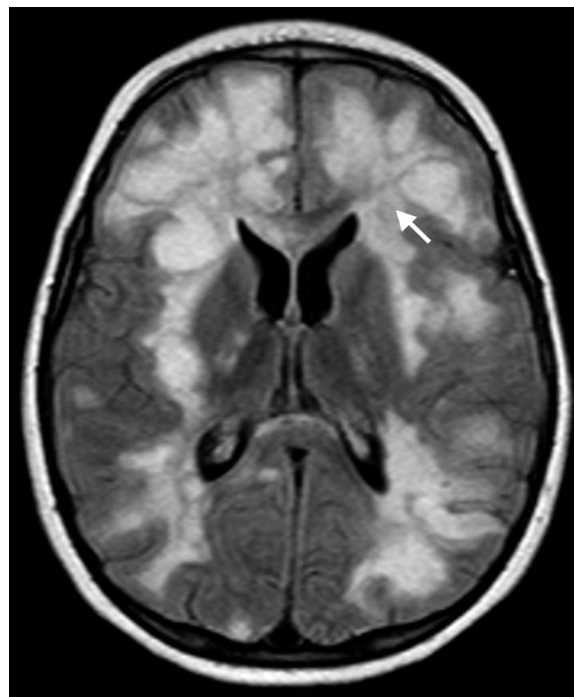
RM en plano axial ponderada en FLAIR a los dos meses de evolución, muestra lesiones hiperintensas a nivel de sustancia blanca (flecha blanca).
